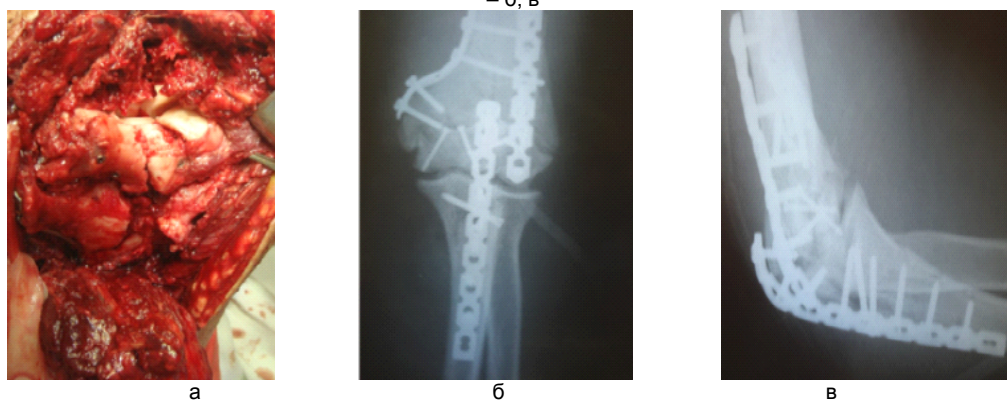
Репозиция блока и головчатого возвышения плеча винтами – а; рентгенограммы локтевого сустава в двух проекциях после остеосинтеза – б, в
